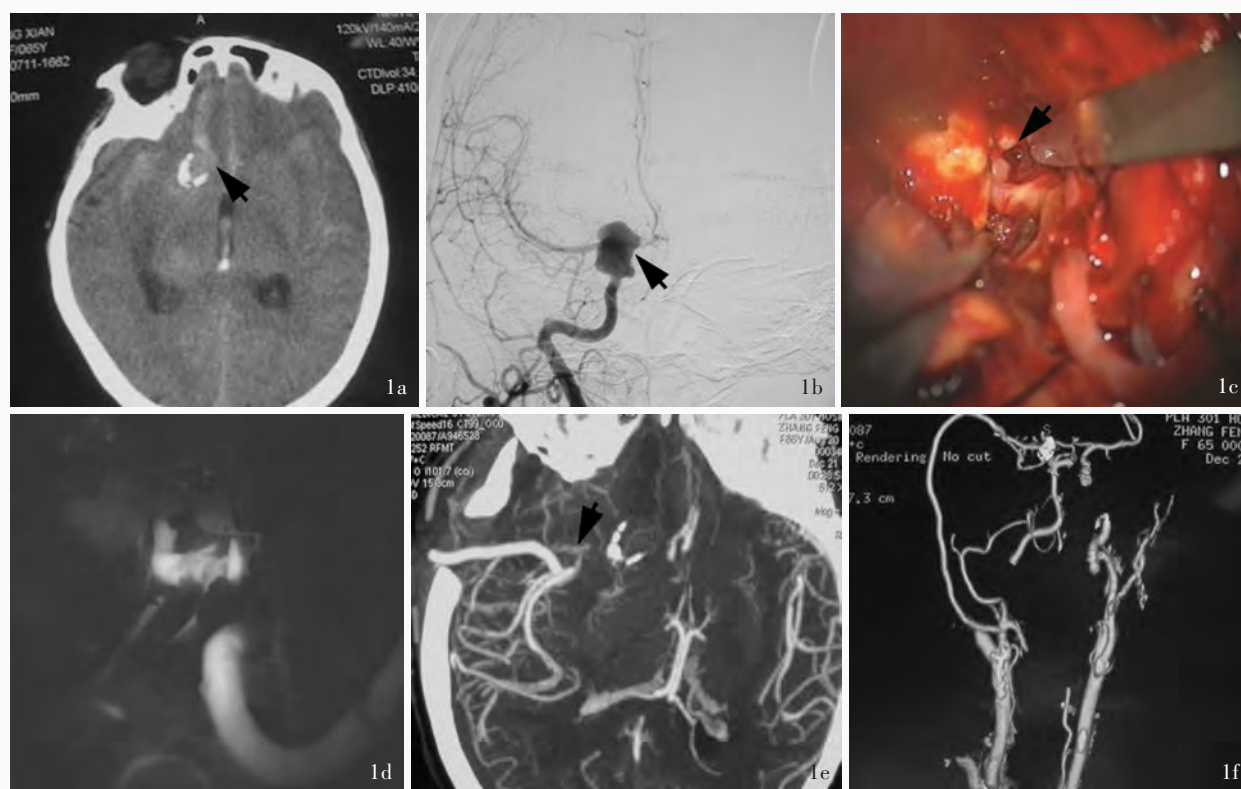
患者女性, 65 岁。因意识不清 5 d, 于 2007 年 12 月 4 日入院。1a 术前横断面 CT 检查显示, 右侧颈内动脉床旁囊状巨大型动脉瘤(箭头所示)。1b 术前全脑血管造影检查显示右侧颈内动脉床旁囊状巨大型动脉瘤(箭头所示), 最大直径为 25.20 mm, 瘤颈显示不清, 瘤腔内附壁血栓形成, 无明显侧支循环代偿, Matas 试验阳性。1c 行颈外动脉-大隐静脉-大脑中动脉 M2 段搭桥术, 术中脑血管造影显示大隐静脉与大脑中动脉 M2 段吻合口良好(箭头所示)。1d 术中吲哚菁绿荧光血管造影提示搭桥血管血流通畅。1e 术后 CTA 检查显示大隐静脉与大脑中动脉 M2 段吻合口良好, 血流通畅(箭头所示)。1f 术后 MRA 检查提示搭桥血管血流通畅。患者意识清楚, 四肢活动良好, 右眼视物模糊。出院时 GOS 评分 5 分、ADL 评分 100 分、改良 Rankin 量表(mRS)评分 1 分; 随访期间右眼视力仍未恢复, 但无其他神经系统阳性体征, GOS 评分 5 分、ADL 评分 100 分、mRS 评分 1 分。
